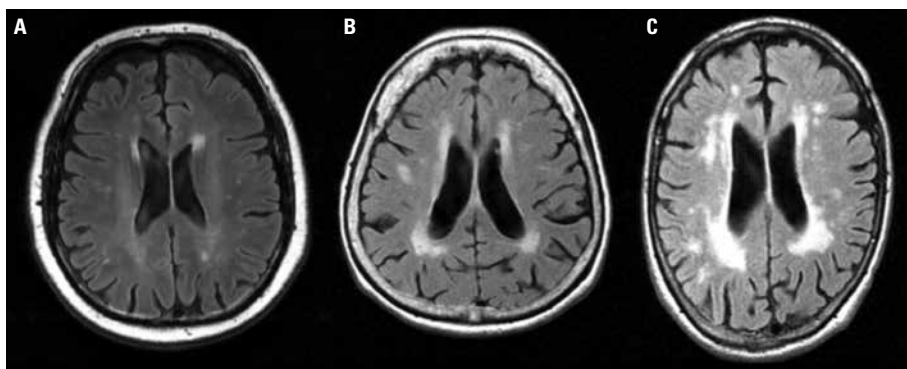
Proporção de hiperintensidades de substância branca à ressonância magnética com sequência em FLAIR. A pontuação na escala visual de Fazekas para nível leve (A), moderado (B) e avançado (C), correspondendo ao escore de 1, 2 e 3, respectivamente.
